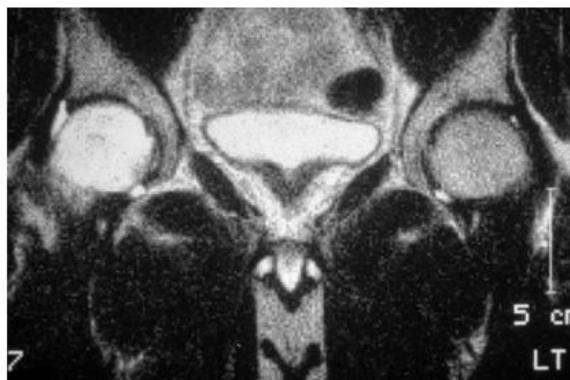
C SDRC de la hanche droite. Aspect IRM (séquence pondérée en T2).
